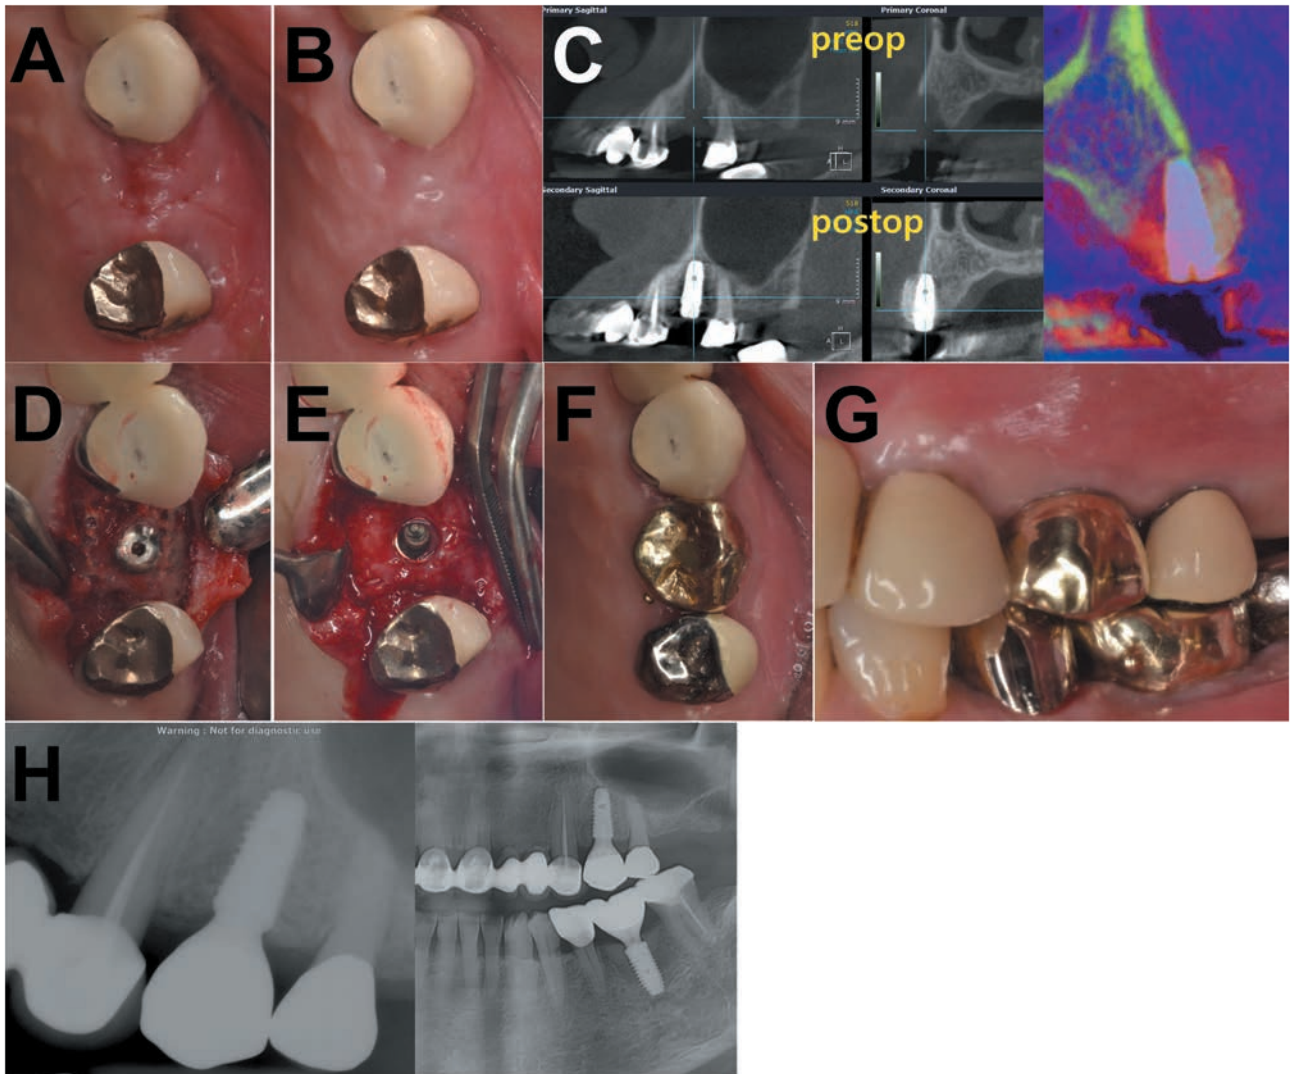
Postoperative evaluation of case 1. (A) 2 weeks. (B) 3.5 months. (C) Comparison of preoperative and postoperative CBCT images. (D) The titanium mesh under the flap during implant second surgery. (E) Regenerated alveolar ridge around the fixture. (F, G) Final prosthesis. (H) X-ray after the treatment.
